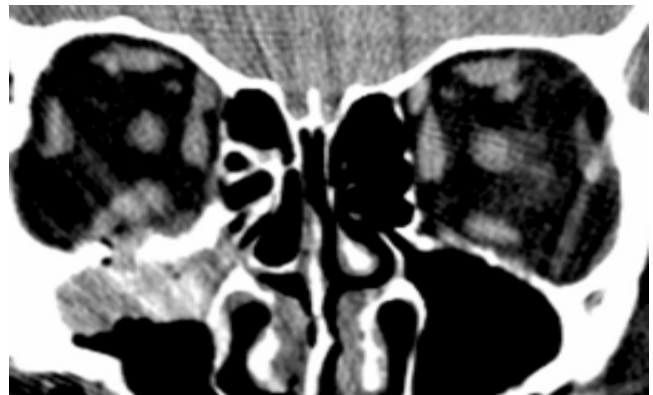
TC Coronal. Fractura en piso de órbita derecho en mujer de 47 años. Se observa aumento de volumen de músculo recto inferior, debido a inflamación, lo que limita la mirada hacia arriba. Además existe ocupación parcial de seno maxilar derecho.
